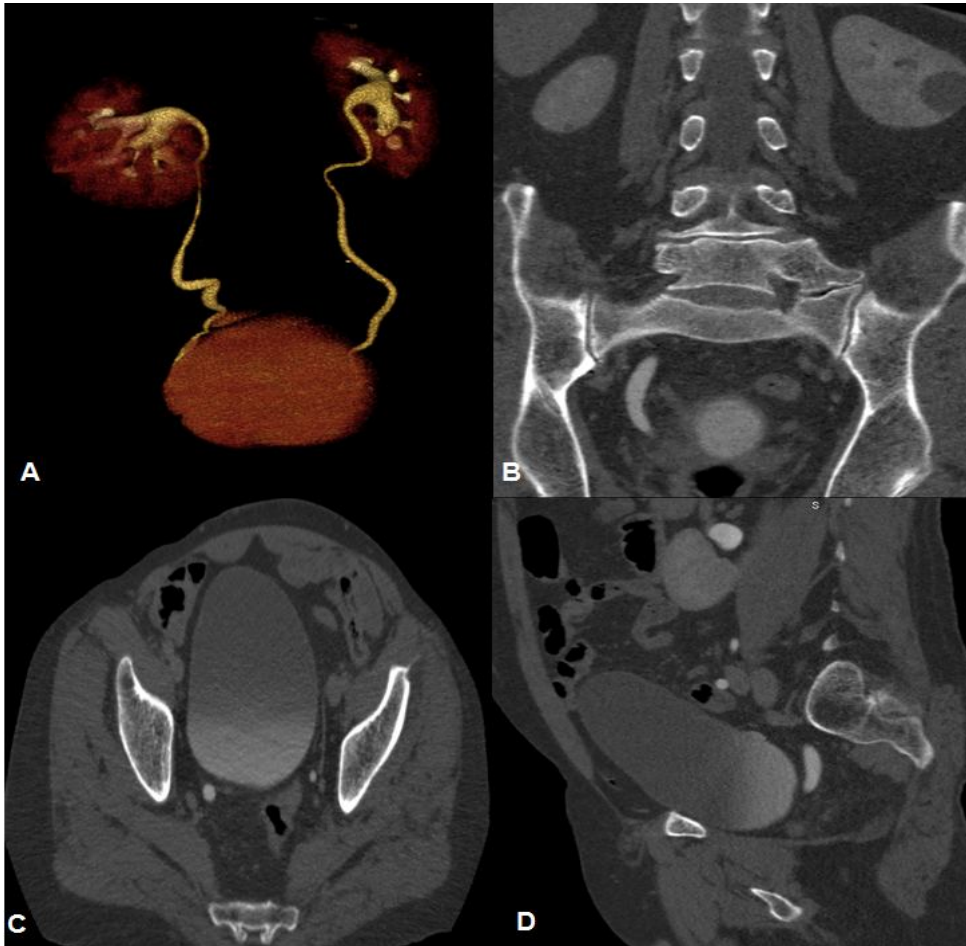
Grup V olgu da Grade II opasifikasyon gösteren üst üreter segmentinin a) Reformat, b) Koronal, c) Aksiyel, d) Sagittal BTÜ görüntüsü
